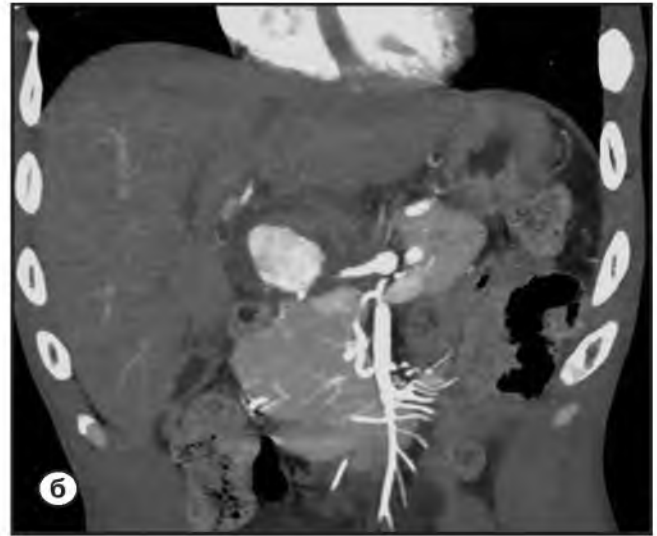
МСКТ – ангиография (а – 3DVRT, б – MPR фронтальная реконструкция). В динамике отмечается увеличение размеров ложной аневризмы в зоне деления печеночной артерии.
